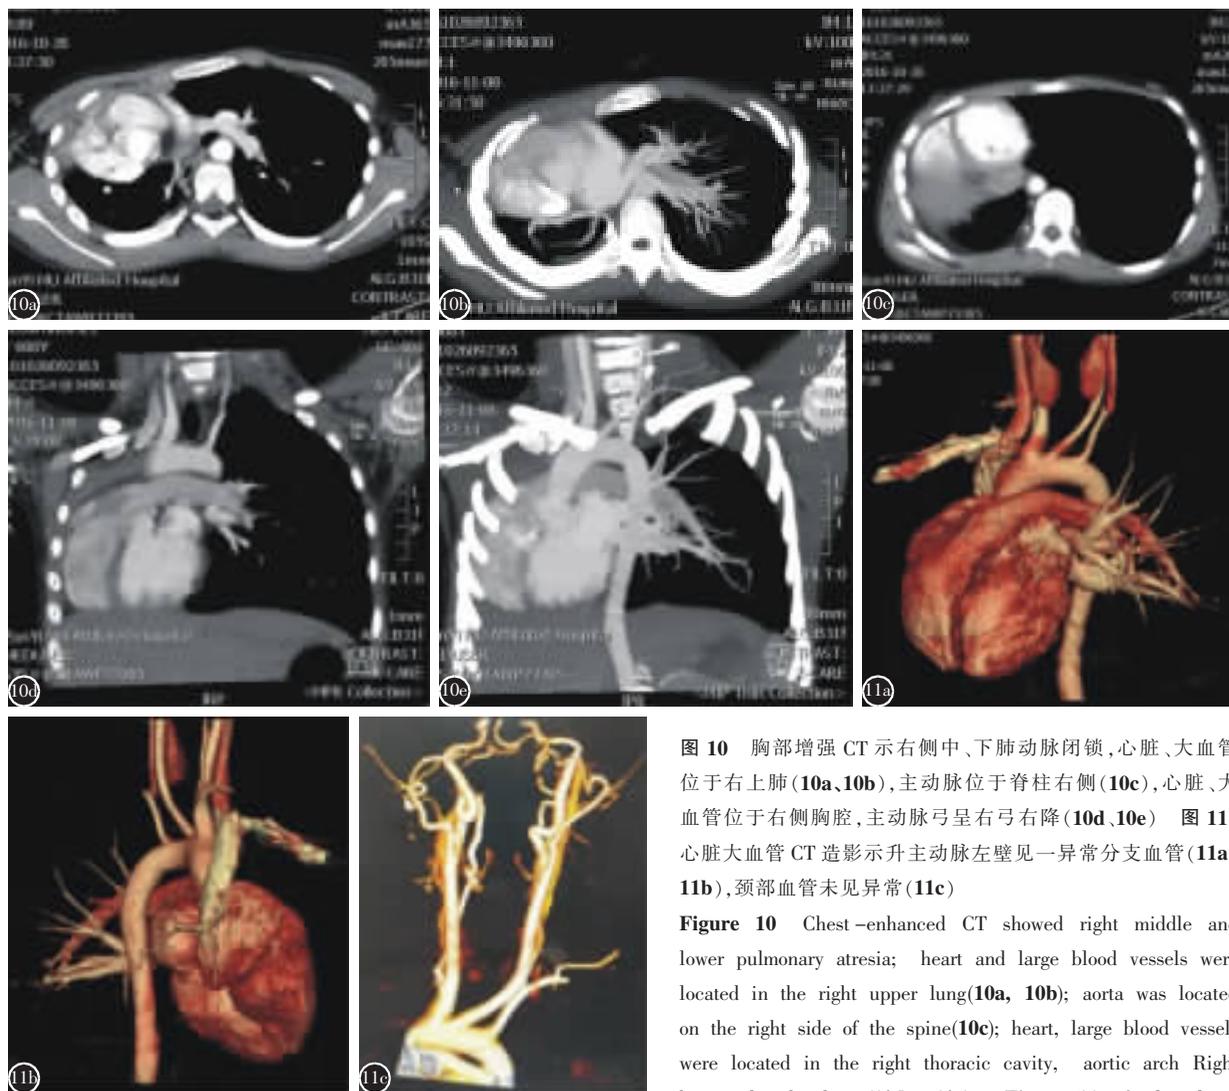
胸部增强 CT 示右侧中、下肺动脉闭塞,心脏、大血管位于右上肺(10a、10b),主动脉位于脊柱右侧(10c),心脏、大血管位于右侧胸腔,主动脉弓呈右弓右降(10d、10e) 图 11 心脏大血管 CT 造影示升主动脉左壁见一异常分支血管(11a、11b),颈部血管未见异常(11c)
